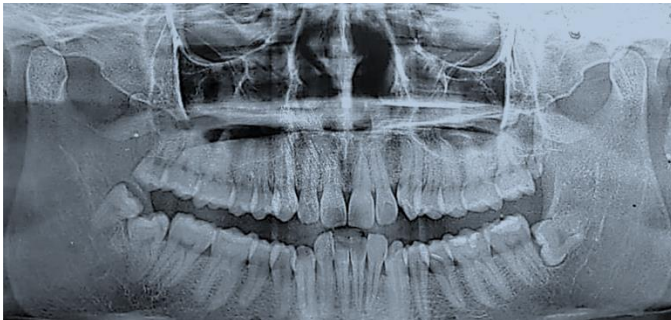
Ortopantomografía de un cuarto molar. Fuente: Ponce Valencia Ricardo, año 2020
